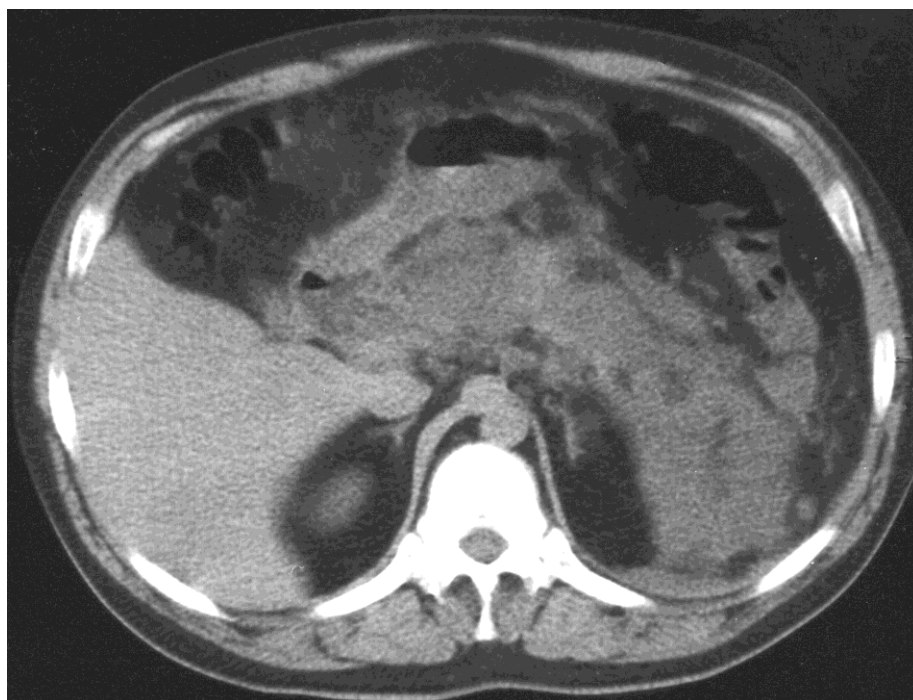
Комп'ютерна томограма у хворої З., (медична карта № 4068/232). Некротичний панкреатит.
